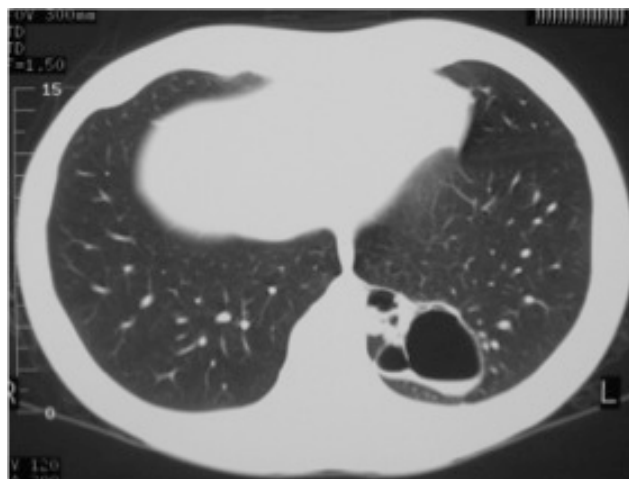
TC de Tórax mostrando un secuestro con áreas quísticas.
